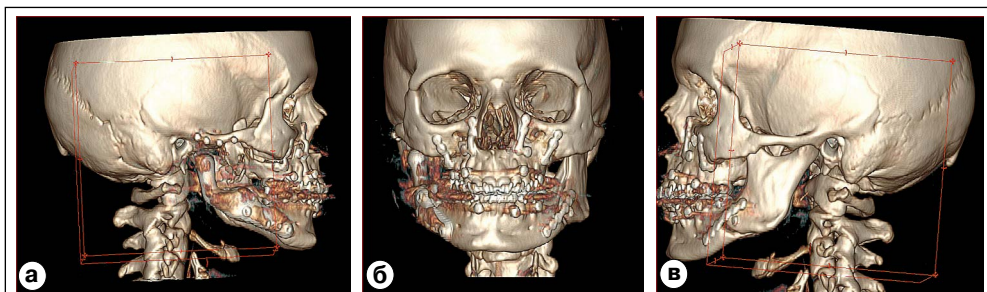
Объемная реконструкция черепа пациентки Д. (МСКТ) после ортогнатической операции и эндопротезирования ВНЧС: а, в) в боковых, б) в прямой проекциях.
